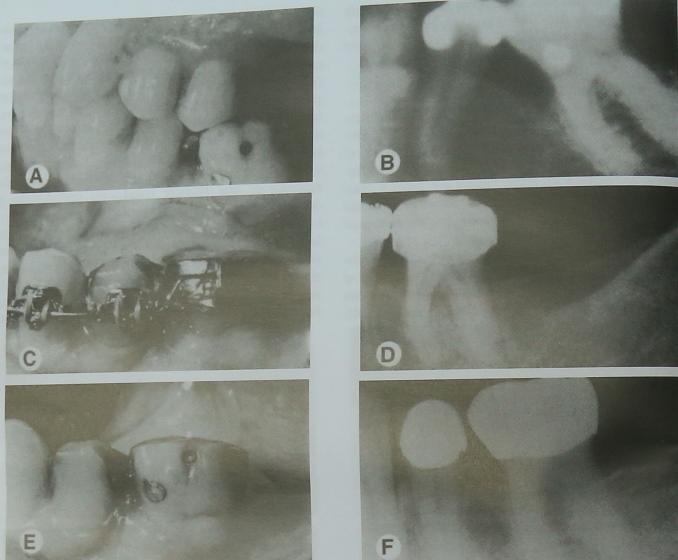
Este paciente presentaba ausencia del segundo premolar mandibular izquierdo y el primer molar se había inclinado mesialmente (A). La radiografía periapical pretratamiento (B) revela un defecto óseo hemisepal importante por mesial del molar. Para eliminar el defecto, se extruyó el molar y se talló la superficie oclusal (C). La extrusión se paró cuando el defecto óseo estuvo nivelado (D). La fotografía intraoral posttratamiento (E) y la radiografía periapical (F) muestran que se ha mejorado la salud periodontal corrigiendo el defecto hemisepal ortodóncicamente.
